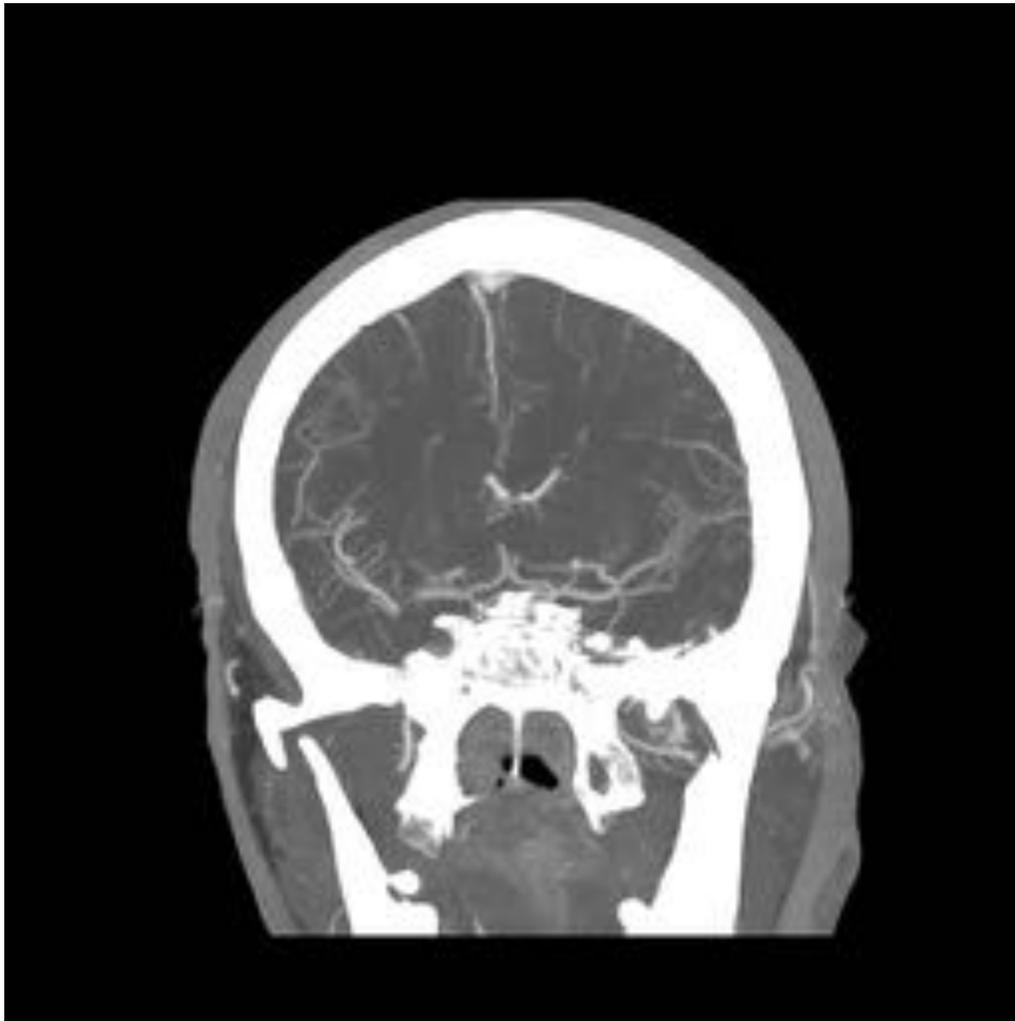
Reconstrucción MIP coronal, observando repleción retrógrada de la ACM derecha, de tal manera que el segmento ocluido es muy corto. Habitualmente este grado de colateralidad acompaña a un amplio tejido en penumbra y un valor ASPECTS alto.
